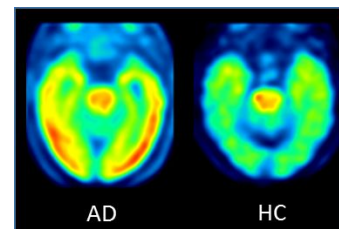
アルツハイマー病患者 ( AD ) と健常高齢者 ( HC ) の  $[^{18}\text{F}]$ THK-5117 PET の SUVR 画像。AD において  $[^{18}\text{F}]$ THK-5117 の取込みの上昇がとくに側頭葉においてみられる。
